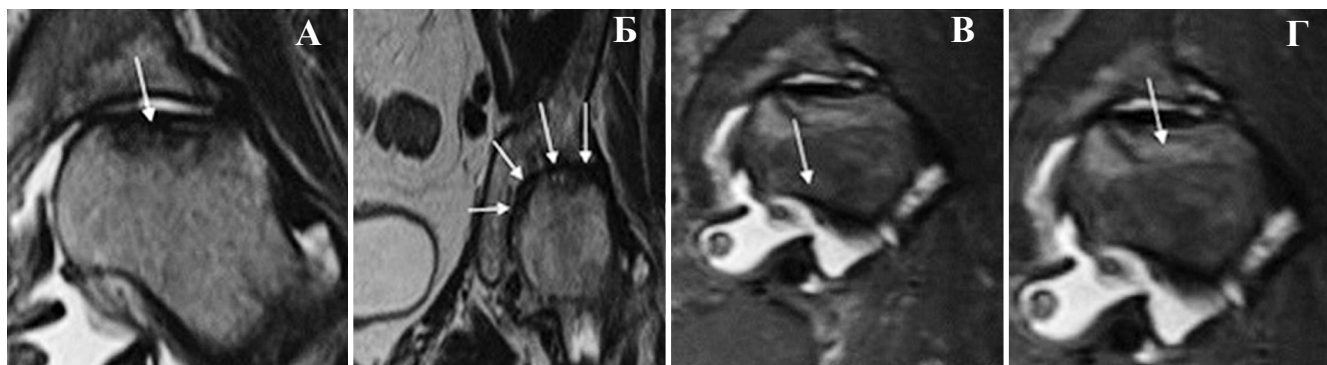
МРТ тазобедренных суставов, T₁-ВИ, мультипланарное исследование. Магнитно-резонансные признаки асептического остеонекроза: краевой субкортикальный патологический MR-сигнал (стрелка) (А); сужение суставной щели (стрелка) (Б); выпот в полости сустава (стрелка) (В); отек костного мозга по периферии (стрелка) (Г)
